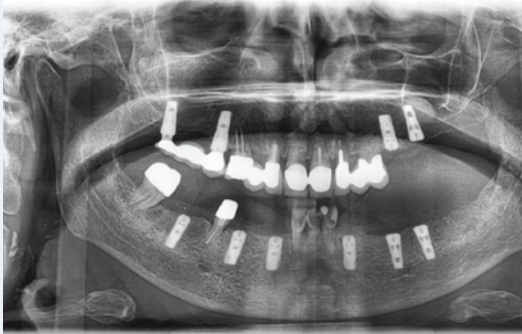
Postoperative Röntgenkontrolle vom 04.03.2010: Implantation Regio 33, 35, 36, 42, 44, 46, 25, 26 und externer Sinuslift Regio 26
